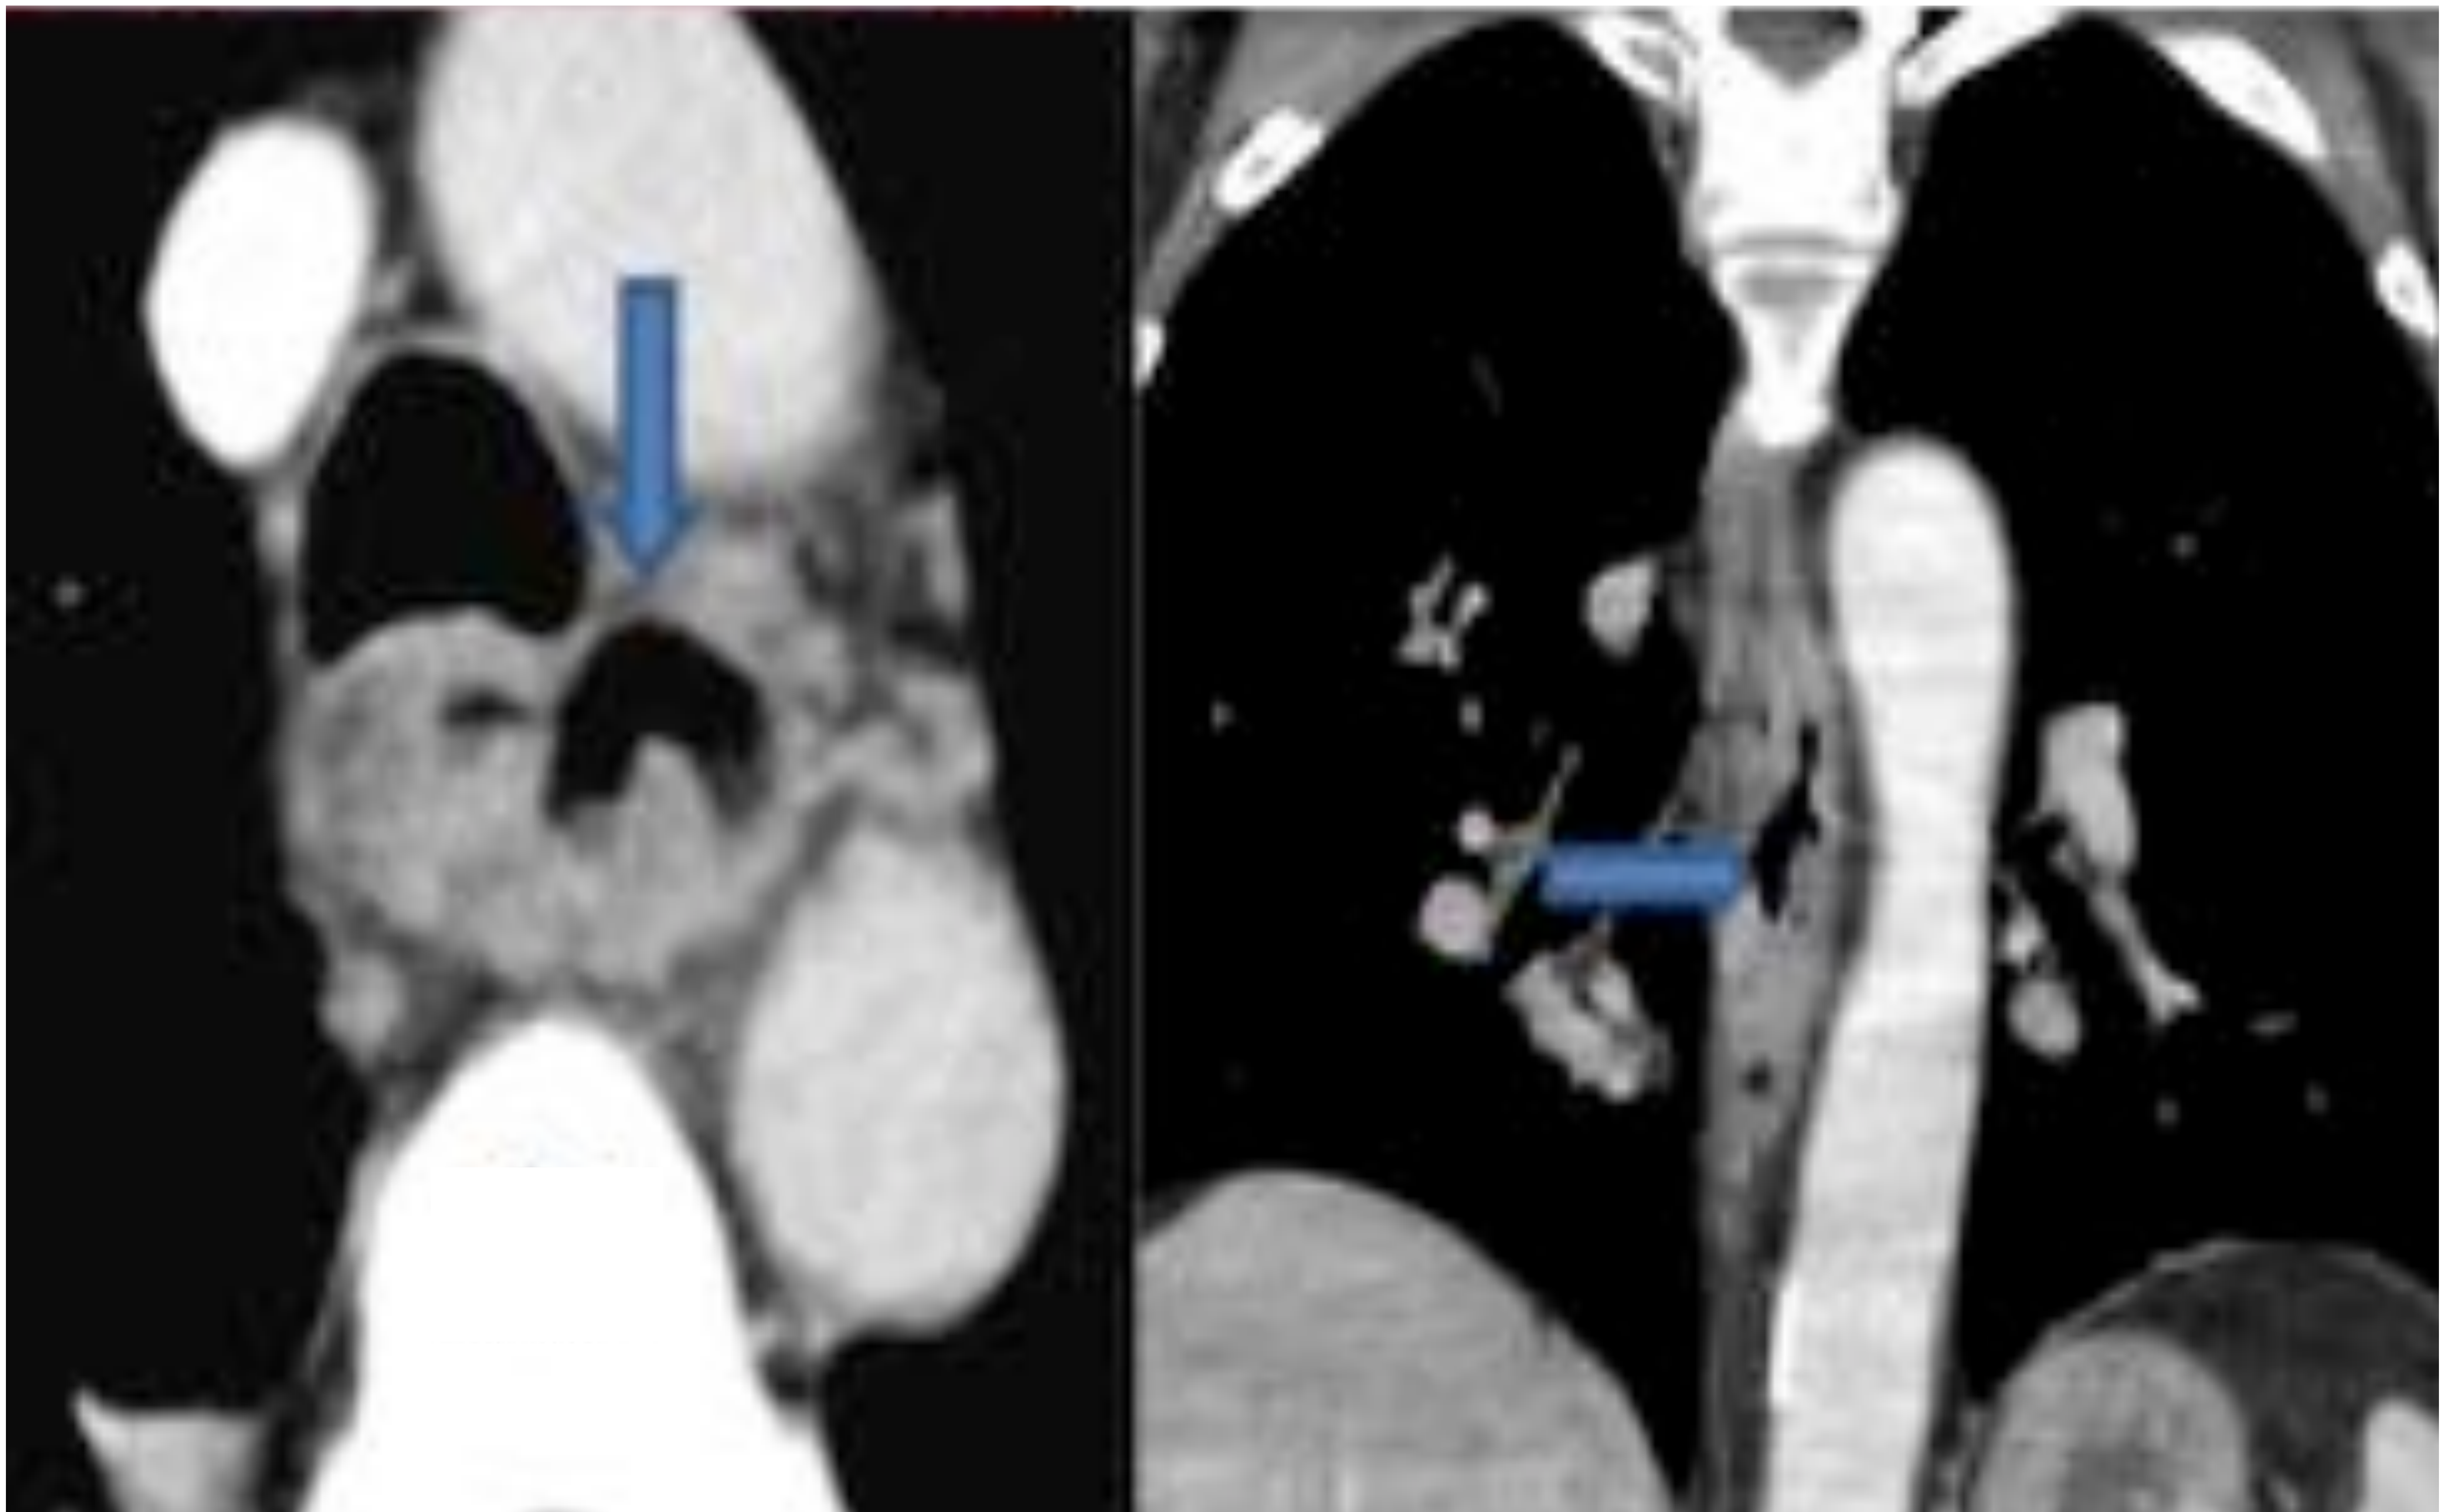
Esofagitis por tuberculosis. Imagen axial y coronal de TC muestran un conglomerado adenopático con gas (flechas) por fístula esofágica.
